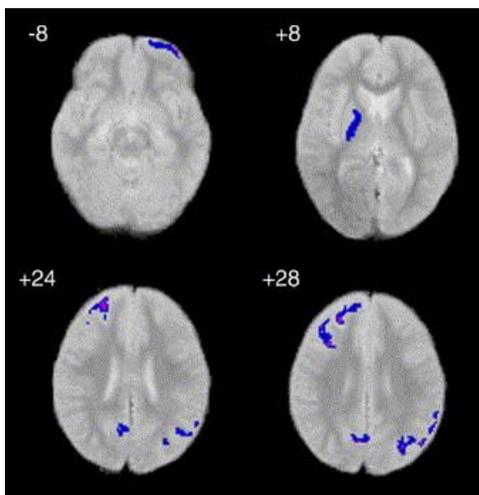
Imagen de RM voxel, en ella se muestra el déficit (azul) de sustancia gris en el hemisferio derecho, específicamente en el área de lóbulo pre-frontal, núcleo globo pálido y en zonas media del córtex parietal. La figura se encuentra a la inversa, el lado izquierdo de la imagen, representa el hemisferio derecho del cerebro.
